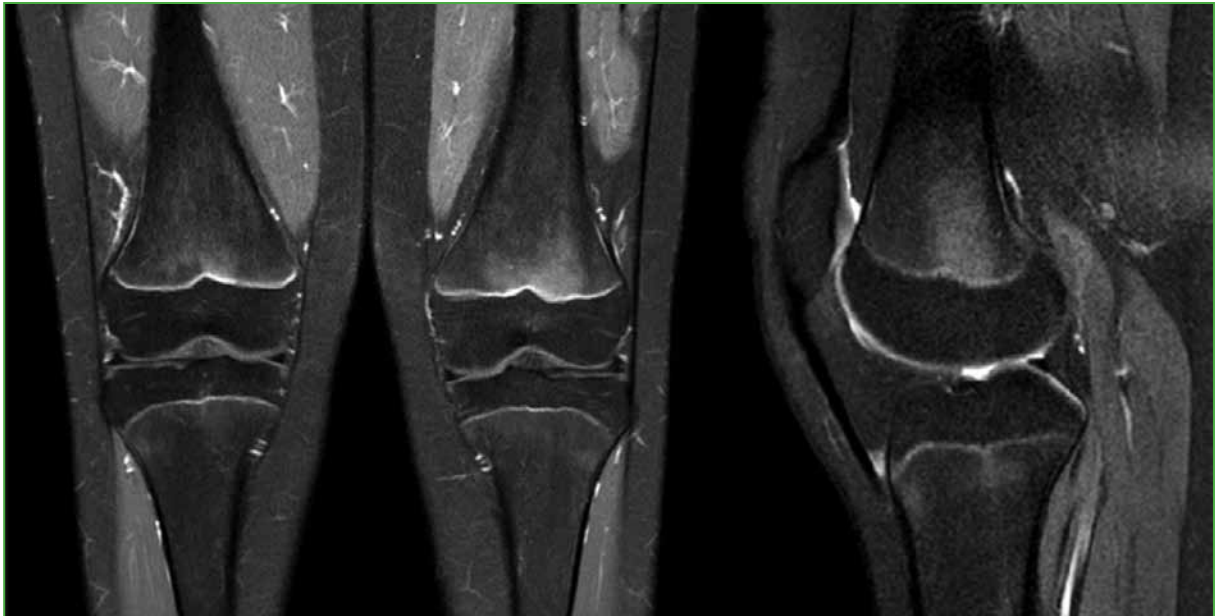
Resonancia magnética de rodilla. Edema central y simétrico de médula ósea en la metáfisis femoral distal bilateral, intensificado en la rodilla izquierda.
